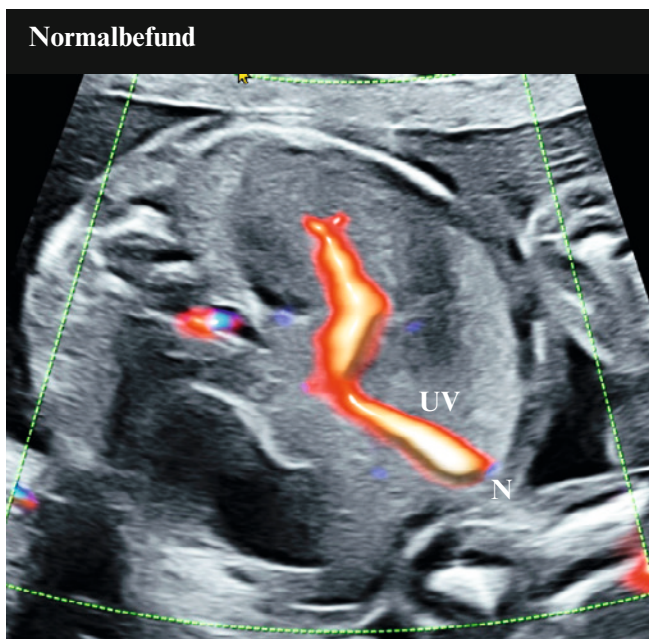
Gegenüberstellung von zwei Abdomenbildern mit Farbdoppler. In unserem Fall rechts verläuft die Umbilikalvene (UV) im Vergleich zum Normalbefund gebogen und links von der Medianen. Die UV mündet direkt in den rechten Vorhof (RA) ohne zwischengeschalteten DV und ohne mit den anderen venösen Systemen der Leber zu konfluieren. (N, Nabel)
